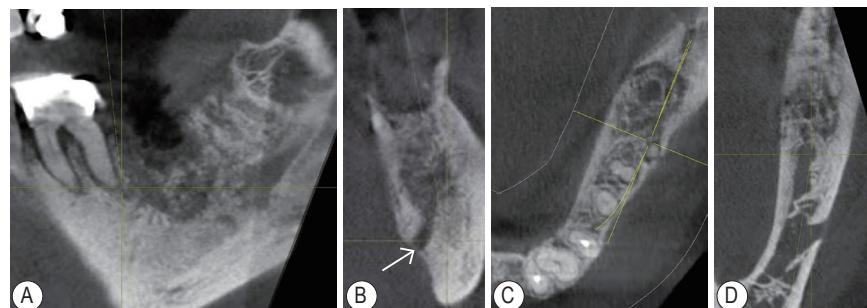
下颌左侧初诊CBCT（可见骨密度不均，边缘不规则，箭头处示舌侧皮质骨破坏穿通） A: 局部冠状位；B: 局部矢状位；C、D: 分别为局部高、低水平位
